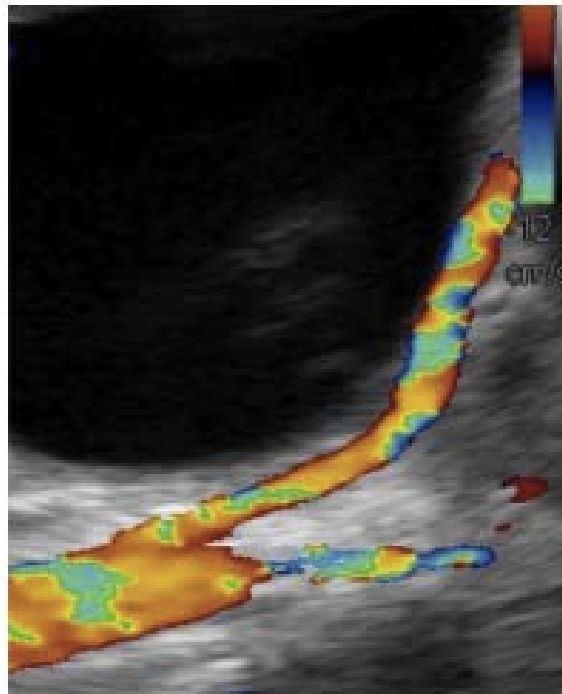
Détection des vaisseaux croisant la JPU avec l'échographie Doppler couleur(2).
